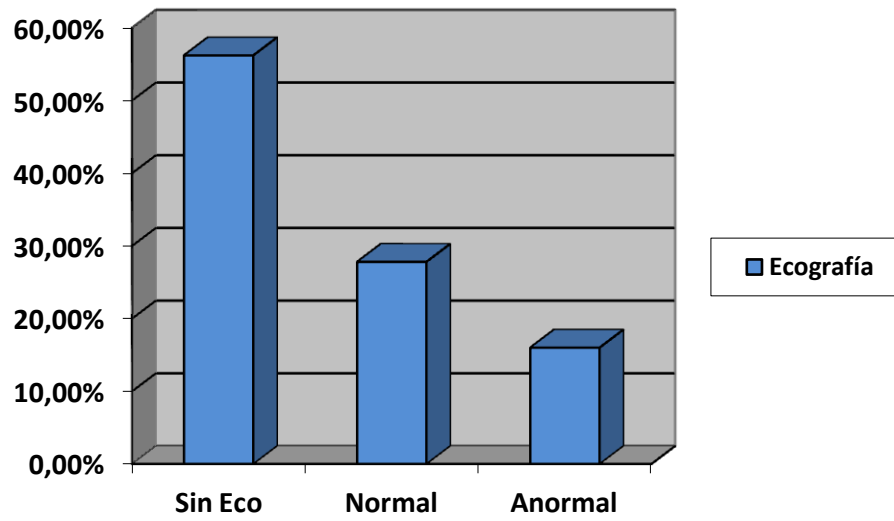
Ecografía cerebral.
